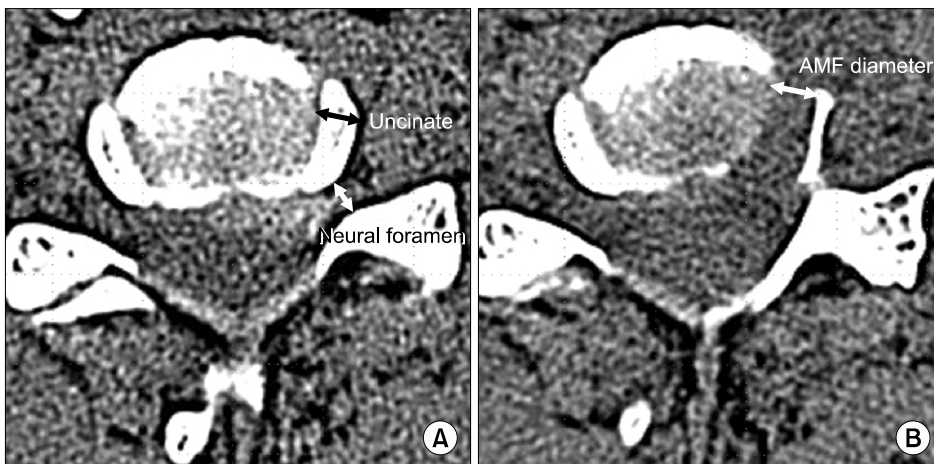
(A) Diameter of the uncinate process is measured at the preoperative axial CT image showing the widest area of the disc. Diameter of the neural foramen was measured at the point just medial to the fossa locating the dorsal root ganglion. (B) Diameter of anterior microforaminotomy is measured on the postoperative axial CT image. AMF, anterior microforaminotomy.
